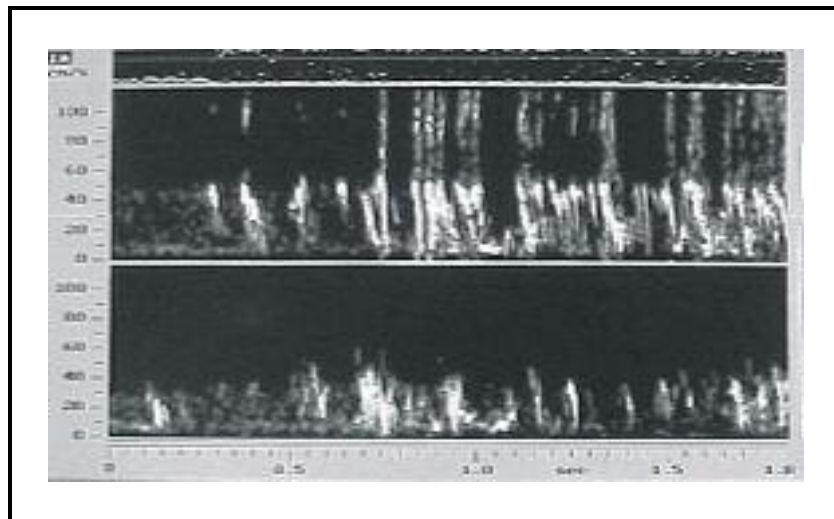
Originalregistrierung. Dopplerspektrum beider Arteriae cerebri mediae (oben: linke Seite, unten: rechte Seite) beim Öffnen der Aortenklemme. Viele Mikroembolisationen sind als sogenanntes „Duschphänomen“ zu erkennen.
